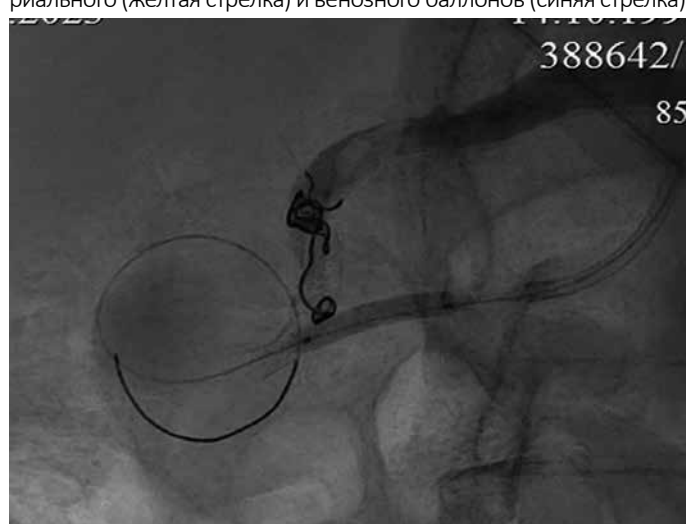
Рентгенконтрастная ангиограмма. Тот же пациент. После имплантации второй окклюзирующей спирали кровоток в почечной артерии и ложной аневризме отсутствует
